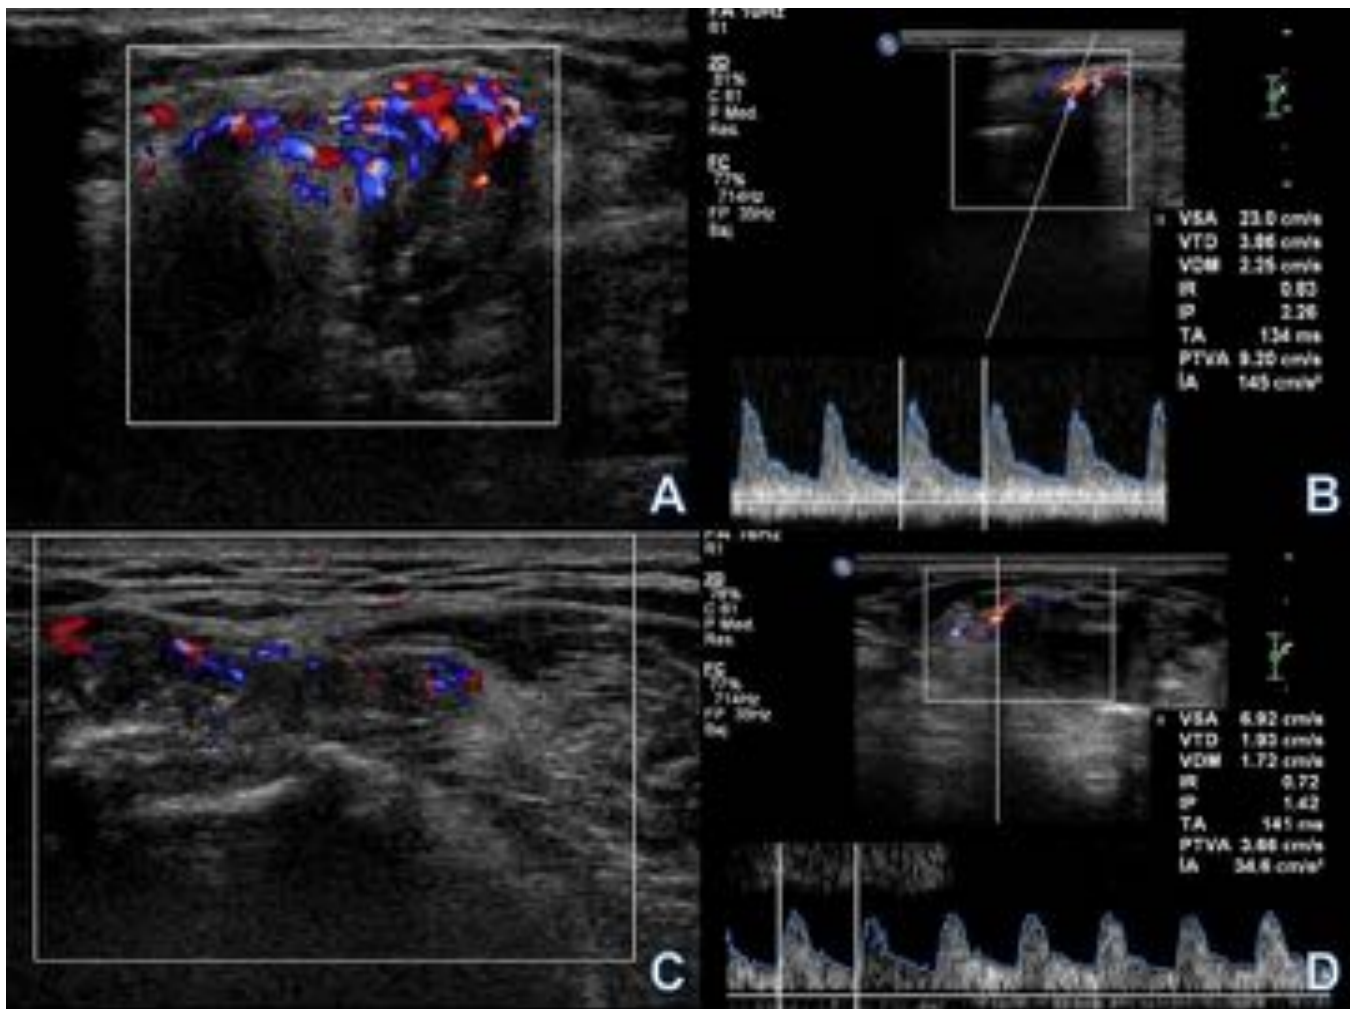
Caso 2: Ecografía del codo derecho. A y B: Importante vascularización sinovial en el Doppler-color, con IR elevados, en el momento del hematros,. C y D: Disminución de la vascularización, con IR dentro de la normalidad
